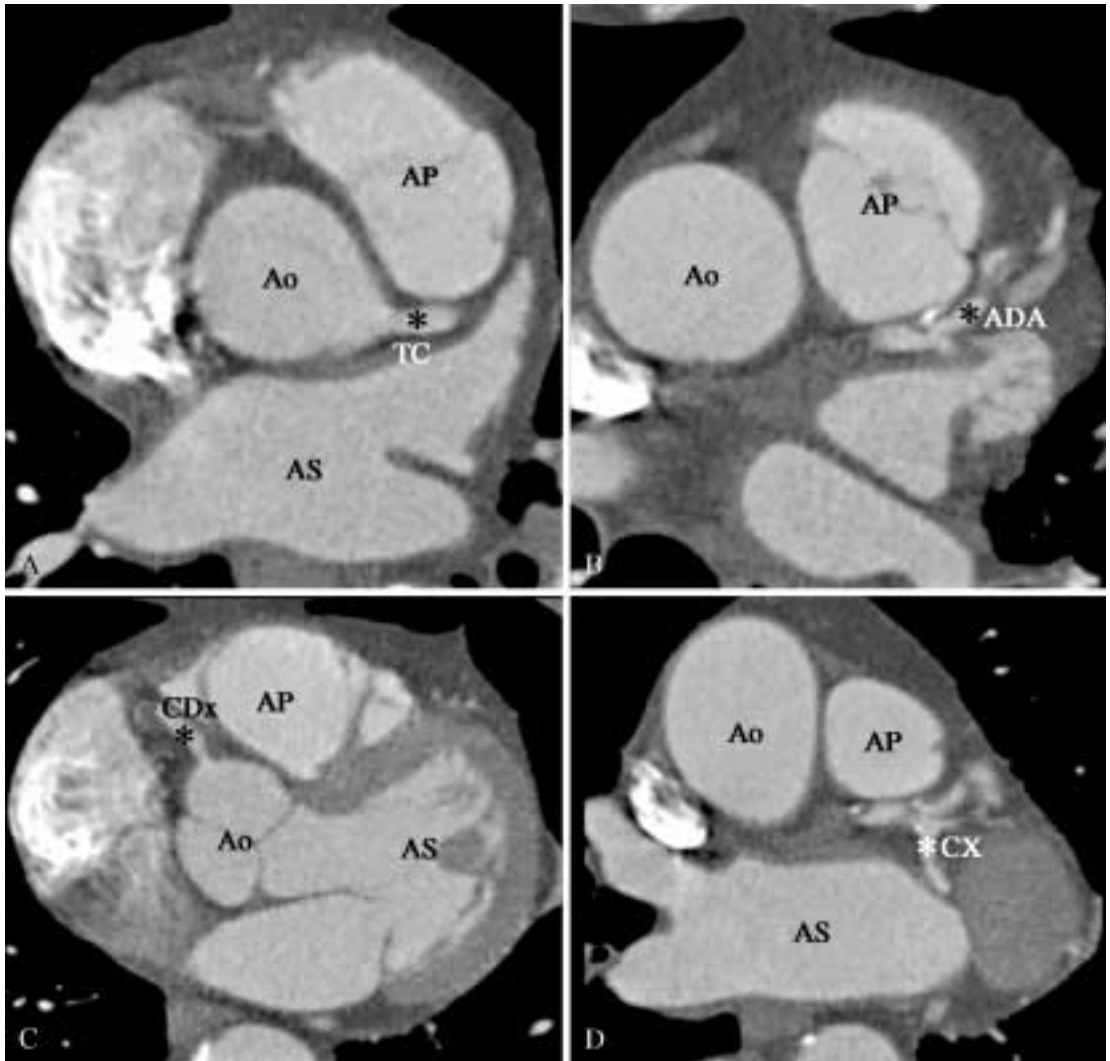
Posizionamento delle 4 regioni di interesse per la misurazione della attenuazione a livello dei vasi coronarici. ROI per il tronco comune (asterisco - TC in A), per la arteria discendente anteriore (asterisco - ADA in B), per la coronaria destra (asterisco - CDx in C), e per la arteria circonflessa (asterisco - Cx in D). Positioning of the 4 ROIs in order to measure the attenuation of the main coronary vessels. ROI for the common trunk (asterisk in A), left anterior descending (asterisk ADA in B), right coronary artery (asterisk - CDx in C) and left circumflex (asterisk - Cx in D).
